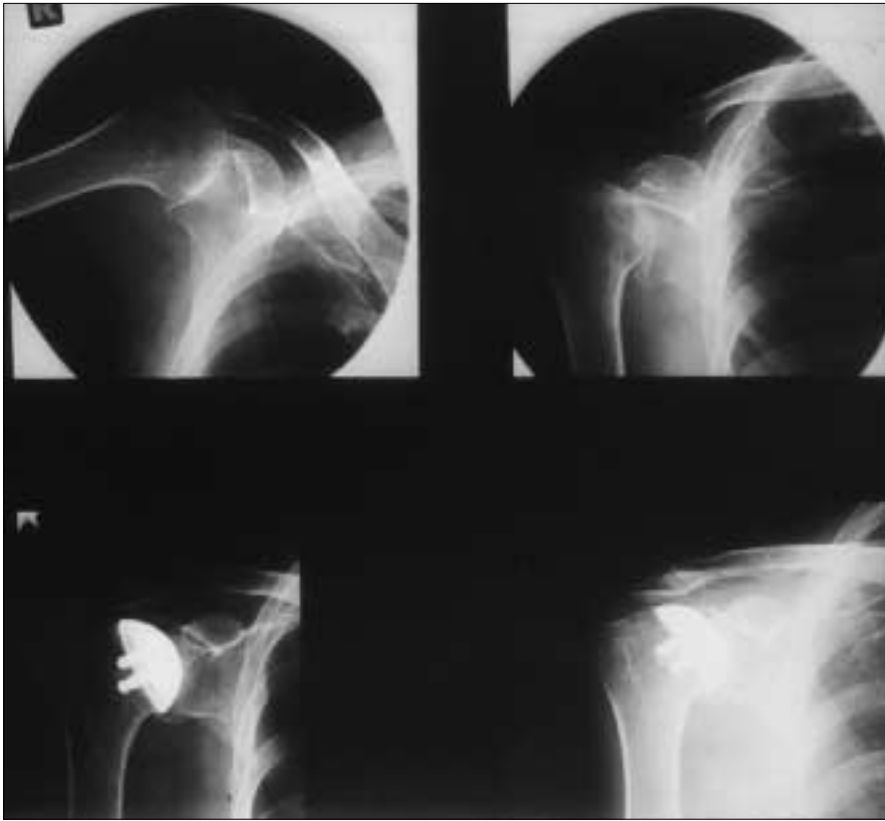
Röntgenaufnahmen der rechten Schulter, Patientin KK, 57 Jahre, oben: Omarthrose präoperativ; unten: Postoperativ nach 14 Monaten.
